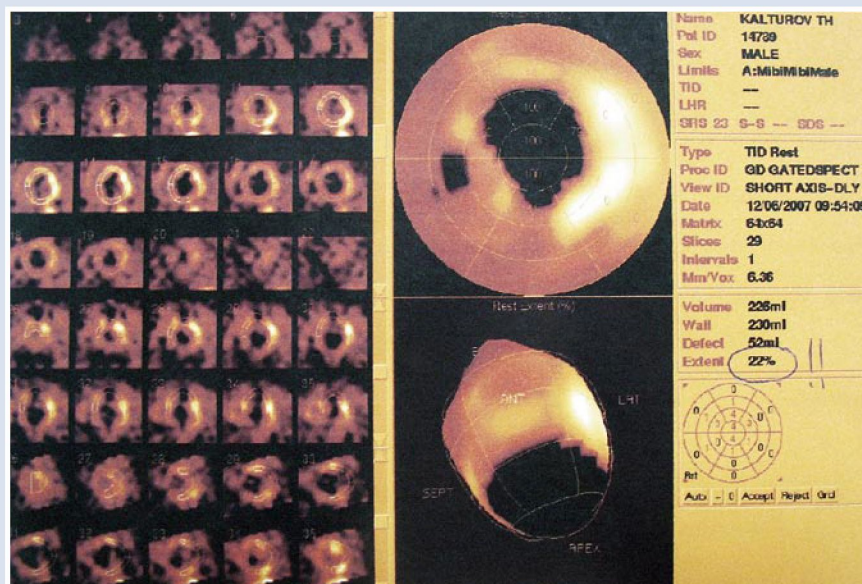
Результаты послеоперационной перфузионной сцинтиграфии миокарда (одноточечная эмиссионная КТ миокарда с Tc99). Отмечается уменьшение объема аперфузируемой зоны
